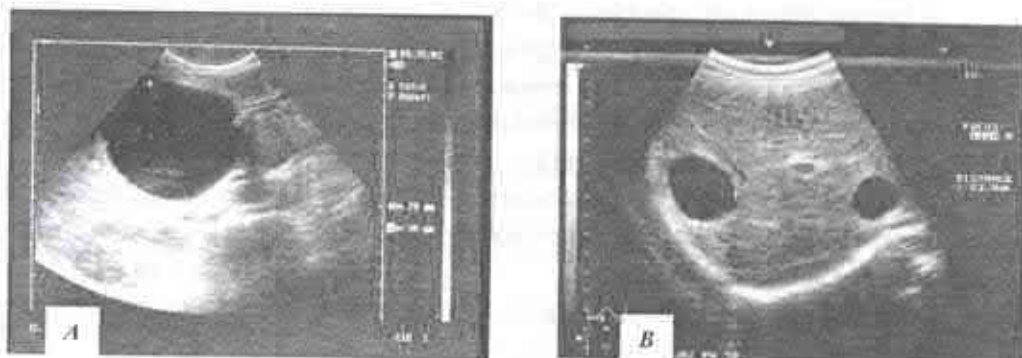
Ecografia ficatului: A – chist solitar; B – chist multiplu
